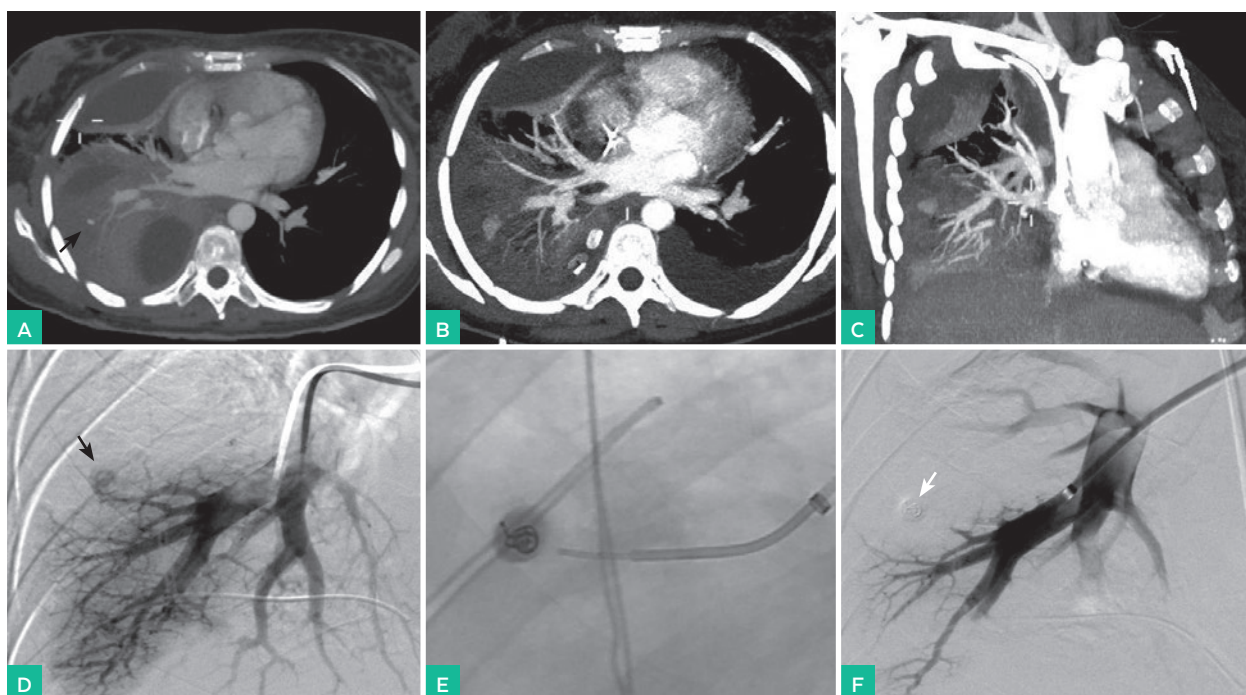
(A) CT-angiografía inicial para valoración de circulación sistémica del tórax (reconstrucción MIP axial). Pseudoaneurisma dependiente de rama pulmonar basal lateral en el espesor de la consolidación de espacio aéreo. (B, C) CT-angiografía de control realizado a los 5 días (reconstrucciones MIP axial y coronal oblicua). Crecimiento del pseudoaneurisma. (D) Arteriografía selectiva de arteria lobar inferior derecha. Se observa el pseudoaneurisma dependiente de rama lateral (cabeza de flecha negra). (E) Migración de los coils al interior del pseudoaneurisma. (F) Arteriografía final con embolización de la rama subsegmentaria y del pseudoaneurisma (flecha blanca).
